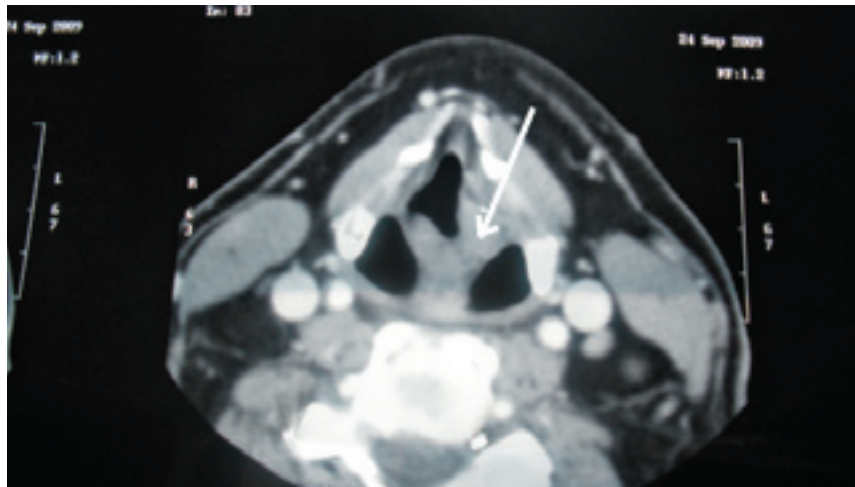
При МСКТ с внутривенным болюсным контрастированием дополнительно определяется вовлечение в опухолевый процесс черпало-надгортанной складки и медиальной стенки левого грушевидного синуса
